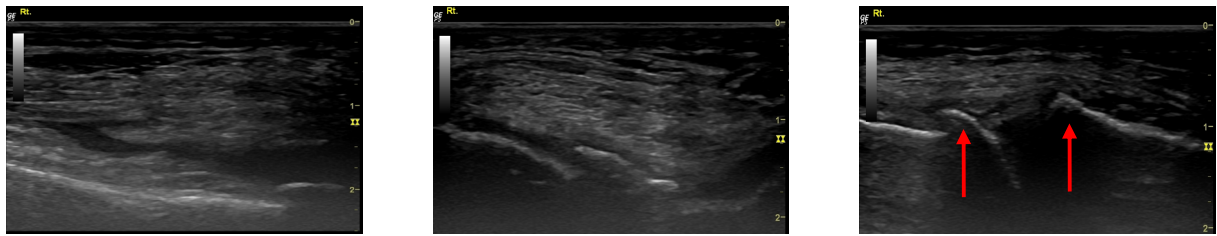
Ultrasound findings of case 8.
